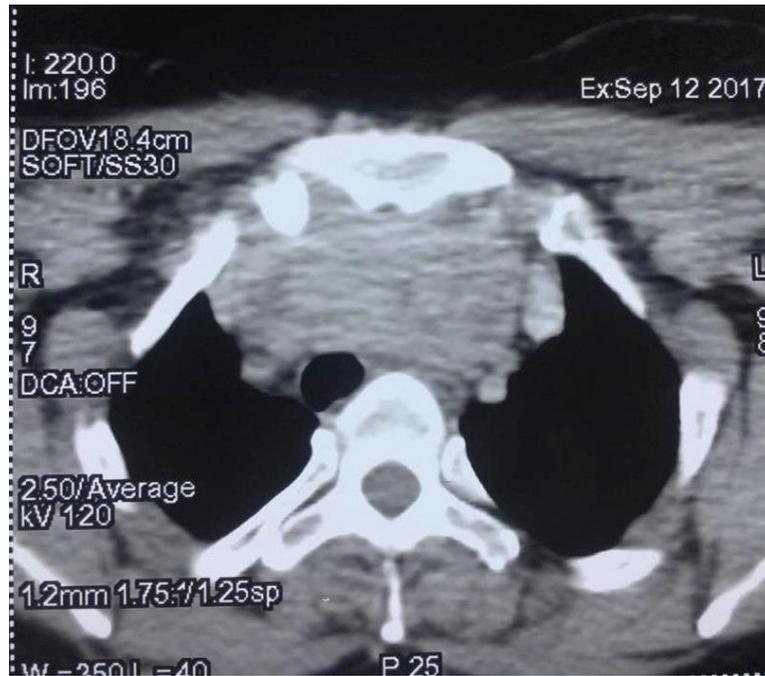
TDM thoracique en coupe axiale : goitre endotrachéal avec déviation trachéale (Iconographie service Chirurgie thoracique CHU Hassan II Fès).
